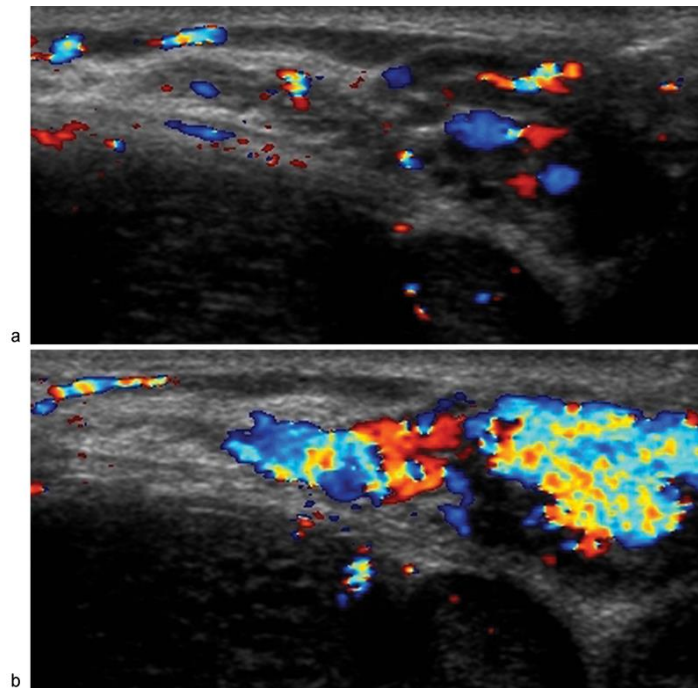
Ultrasonido Doppler color en un niño de 14 años evaluado por un varicocele izquierdo. Las imágenes se realizaron antes (a) y durante (b) Valsalva. Durante Valsalva, el flujo sanguíneo aumenta. Tomado de Baigiorri y Dixon (37).
